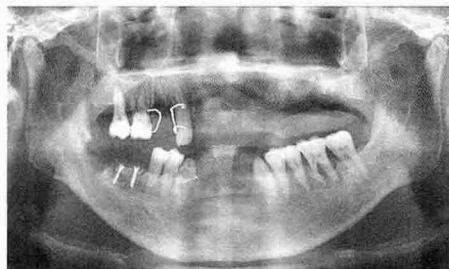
하악 우측 구치부에 블록형 골이식을 시행한 후 방사선 사진
